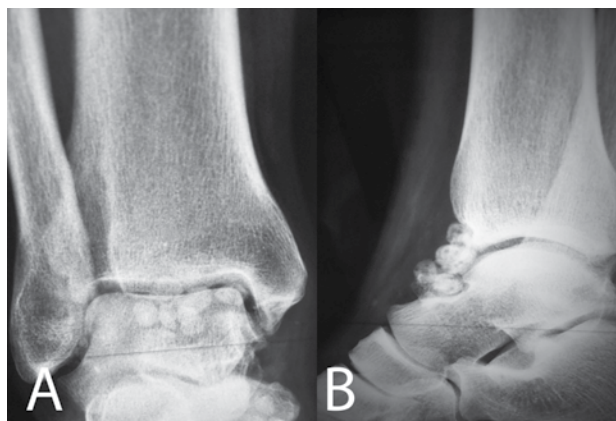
Radiograf3as preoperatorias.
